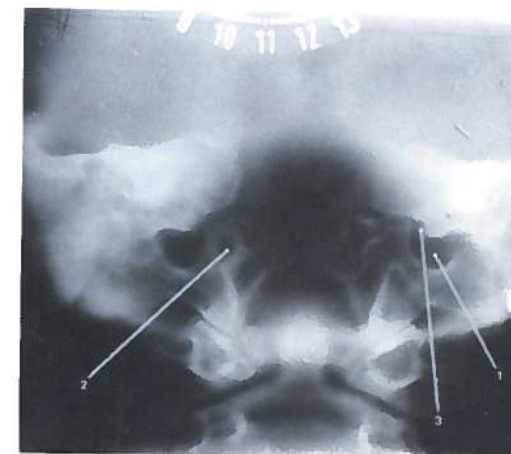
Tomografia do forame jugular
